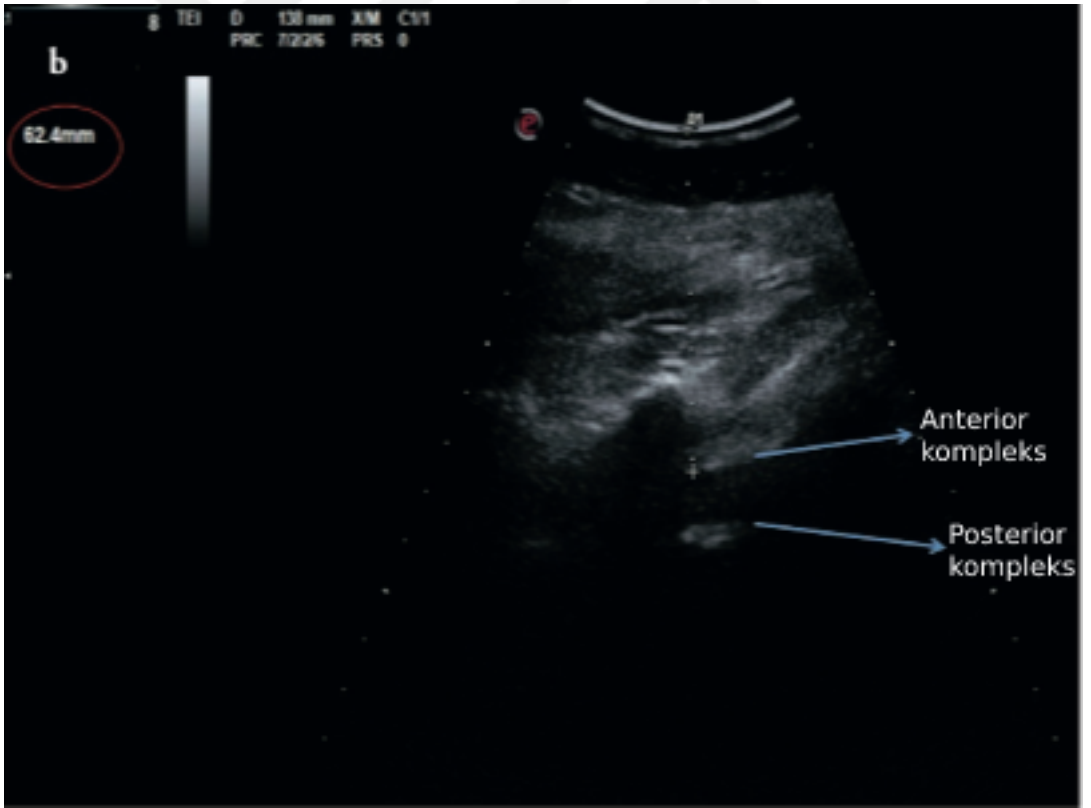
Paramedian sagittal oblik yaklaşımda ultrasonografik görünüm [1]
